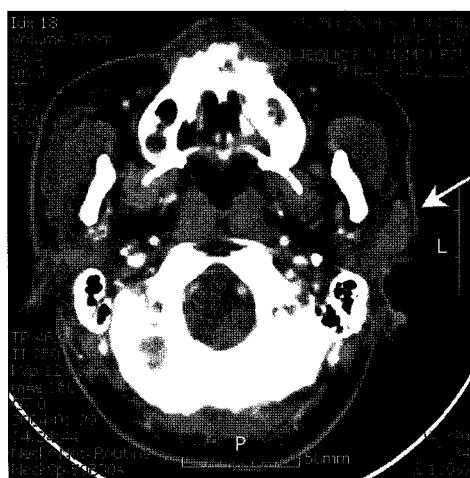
Neck CT shows well defined mass of superficial parotid gland(arrow).
